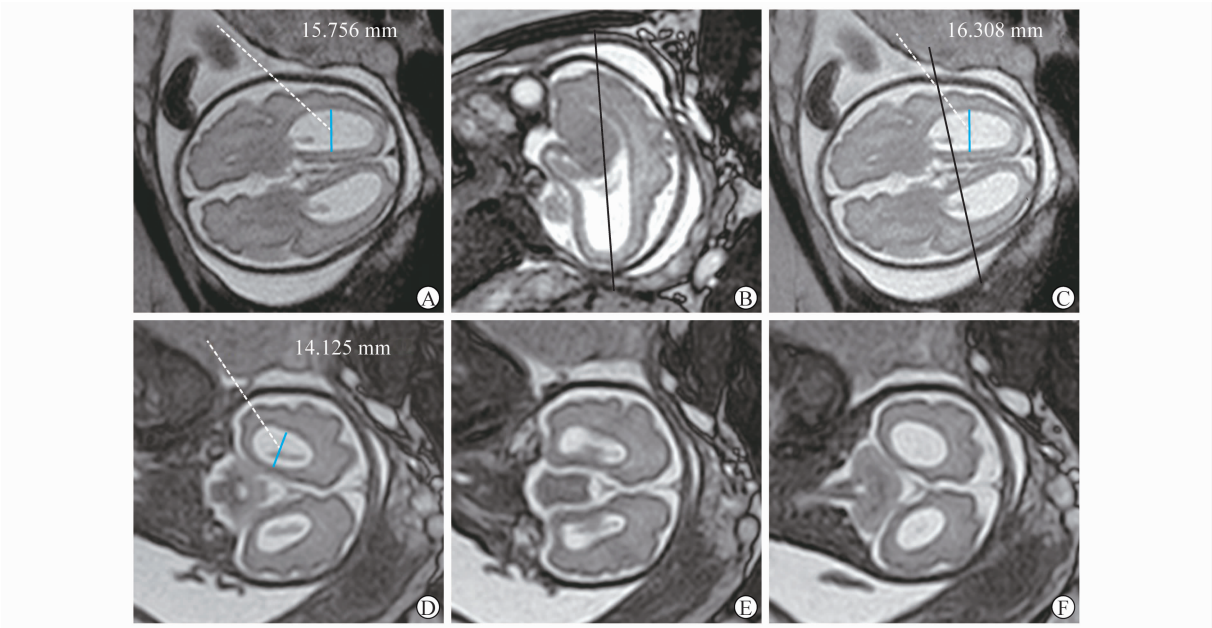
妊娠32周胎儿,双侧脑室重度扩张合并胼胝体缺如,T2WI: A: MRI轴面测量的标准剖面,侧脑室测量值15.756mm; B:显示平行于侧脑室后角长轴的轴面定位线; C:显示位于侧脑室房部前缘的标准冠面定位线,重复的侧脑室测量值16.308mm; D: MRI冠面测量的标准剖面; E:位于(D)的前部; F:位于(D)的后部。
